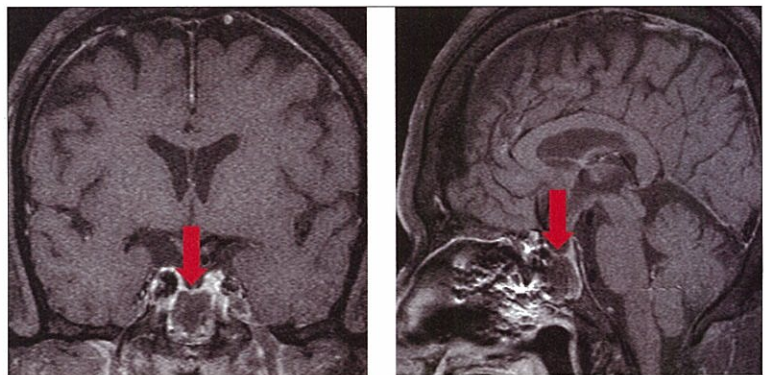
術後MRI 腫瘍は全摘され、蝶形骨洞内には術後変化を認める(↓)。
